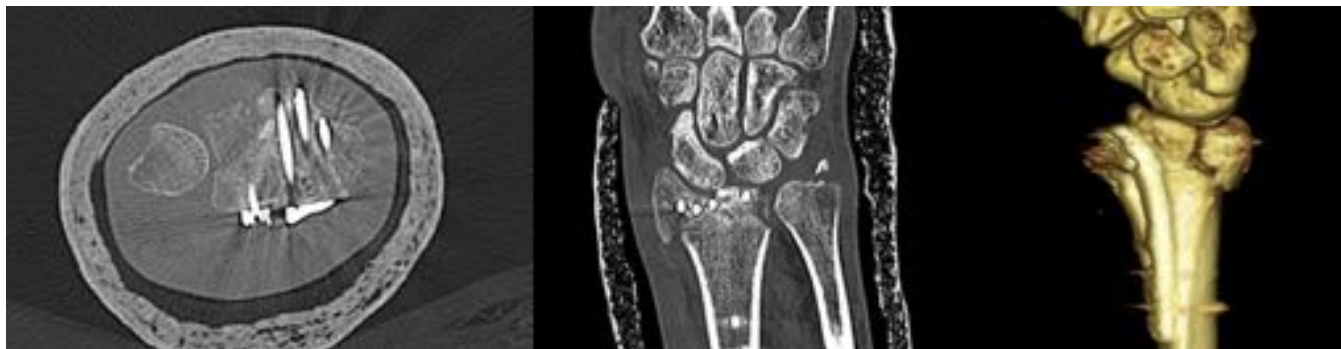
Imágenes de TC del paciente de la Fig.15. En el plano axial (izquierda) se observa trazo de fractura delimitando un fragmento en el aspecto dorsal de la cavidad sigmoidea que se encuentra moderadamente separado y rotado condicionando vacío y escalón en la superficie articular. El escalón también se observa en el plano coronal (central). Así mismo se confirma como ninguno de los tornillos de fijación incluye este fragmento. Reconstrucción VR 3D (derecha).
